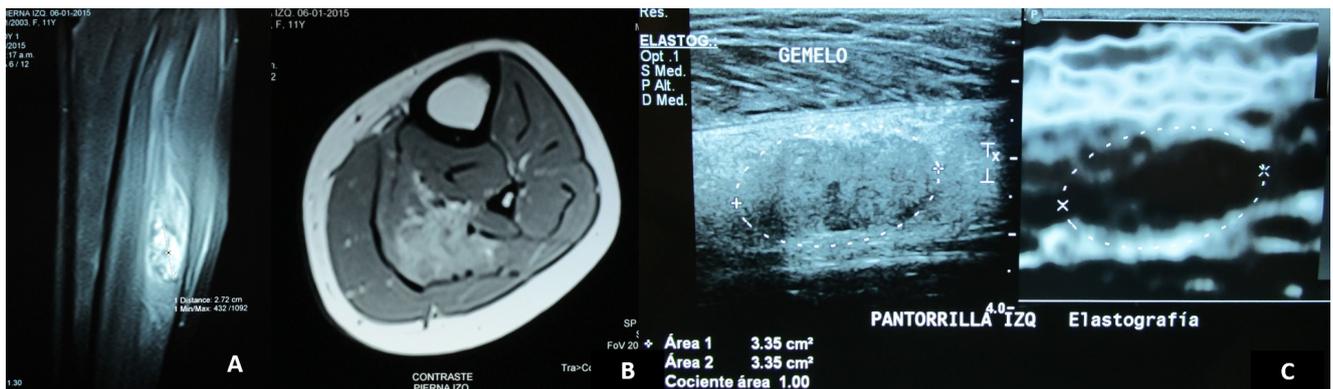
A y B muestran un corte sagital y axial de la pierna izquierda de la paciente, y C una imagen de ultrasonido de la misma región, identificándose el hemangioma intramuscular.
